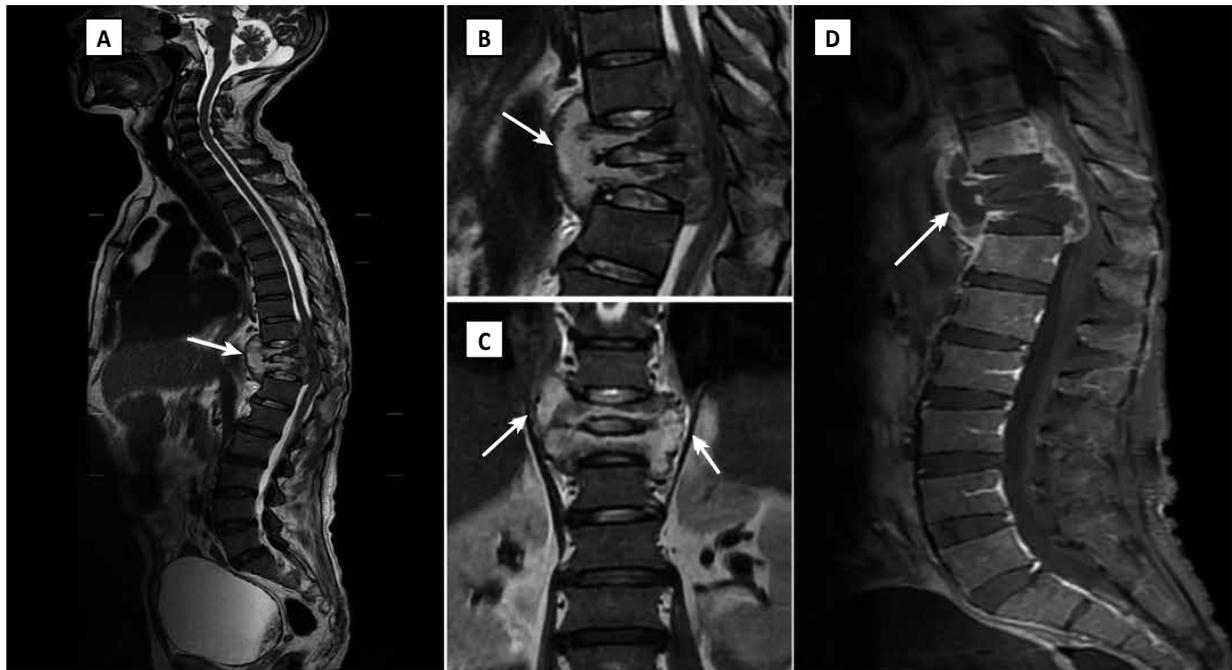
Imágenes de resonancia magnética caso 1. A. Secuencia panorámica ponderada en T2 sagital en la que se observa masa sólida extradural, heterogénea con focos de necrosis central entre D9-D11 que compromete los cuerpos y pedículos vertebrales, se asocia a colapsos en cuña anterior en D10 y D11 y se extiende al espacio epidural anterior y prevertebral condicionando compresión y edema medular B. Imagen ampliada de la lesión en A. C. La misma lesión vista en corte coronal, donde se evidencia extensión paravertebral bilateral. D. Secuencia potenciada en T1 sagital con administración de gadolinio en la que se observa ávida captación de contraste y necrosis central.
